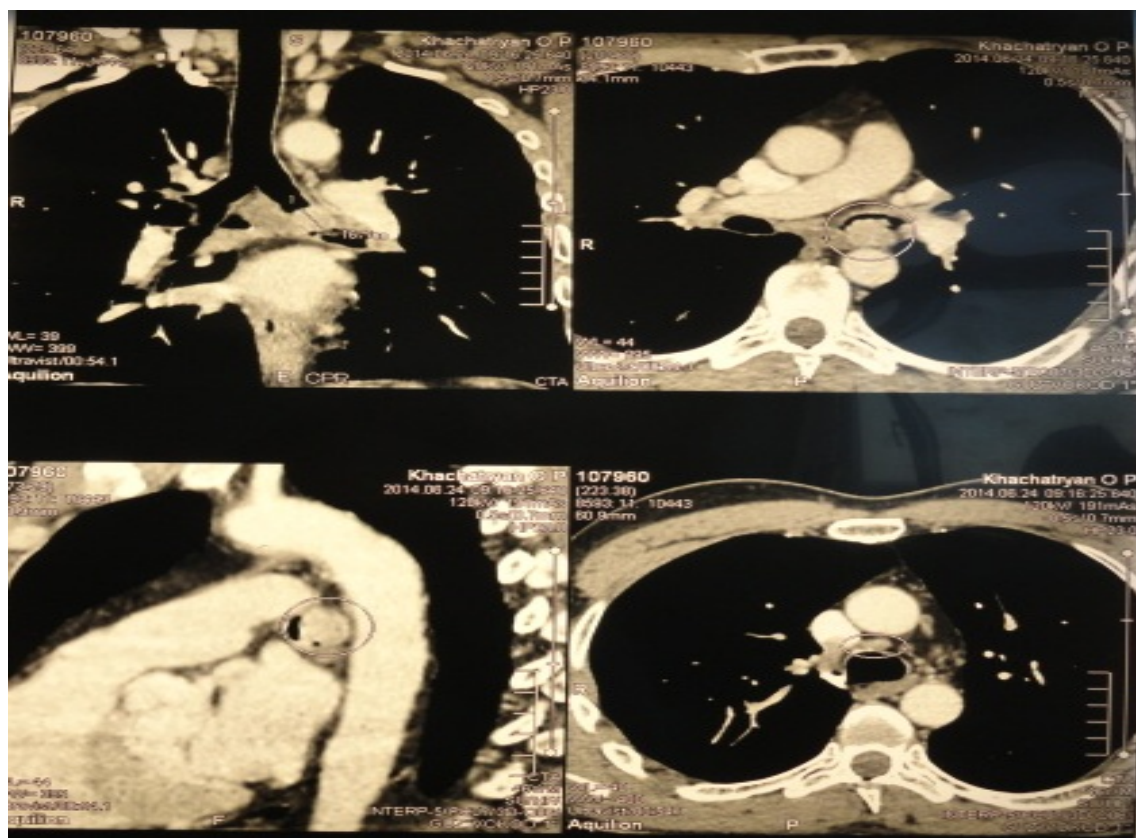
КТ картина интратрахеальной опухоли левого главного бронха
